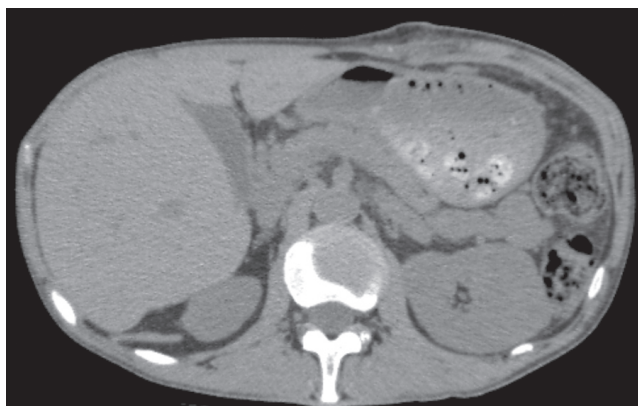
Компьютерная томограмма на 5-е сутки послеоперационного периода: размеры псевдокисты уменьшились, в ее просвете — пузырьки воздуха
